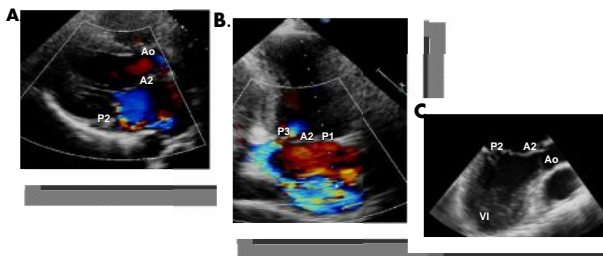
Ecocardiograma Transtorácico en proyección paraesternal largo (A) y apical 2 cámaras (B), con doppler color, donde se observa jet excentrico de Insuficiencia mitral que llega al techo de la cavidad auricular y venas pulmonares. C. Ecocardiograma transesofágico a 120° donde se aprecia valva anterior ligeramente engrosada, con prolapso del segmento A2.
